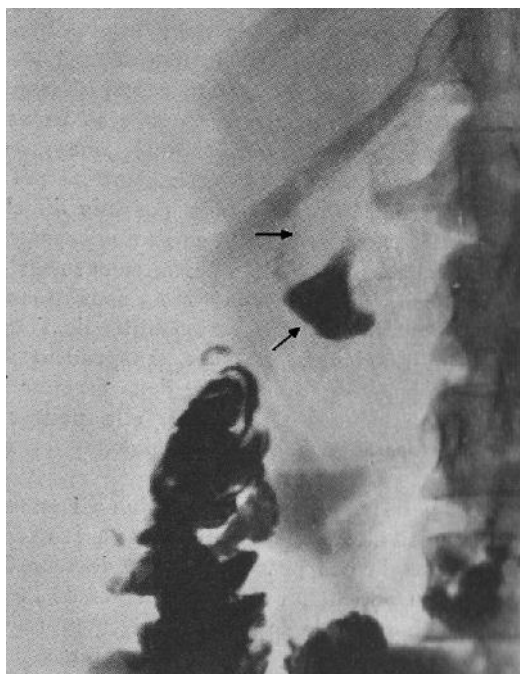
Radiographie au baryum (transit œso-gastro-duodénal)
